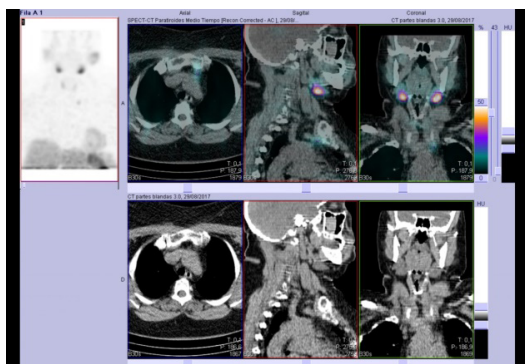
SPECT-TC de paratiroides que muestra lesión vascularizada prevascular izquierda sugerente de adenoma paratiroideo ectópico.
